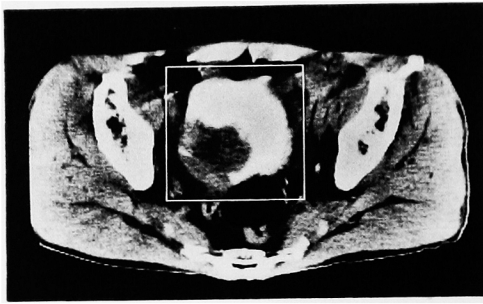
X-ray CT analog image of the bladder cancer
